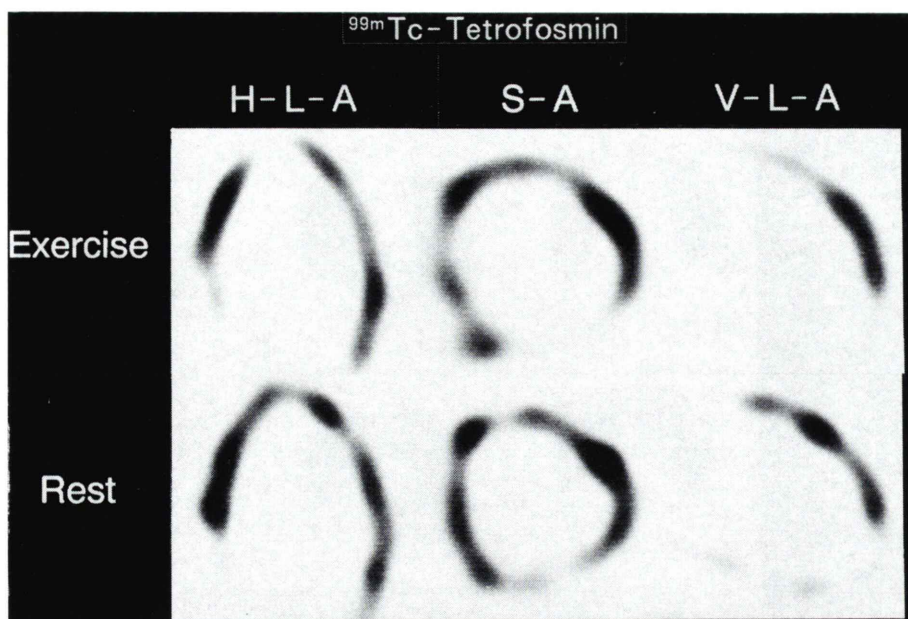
^{99m}Tc -Tetrofosmin SPECT images at exercise and rest in a patient with dilated cardiomyopathy.
